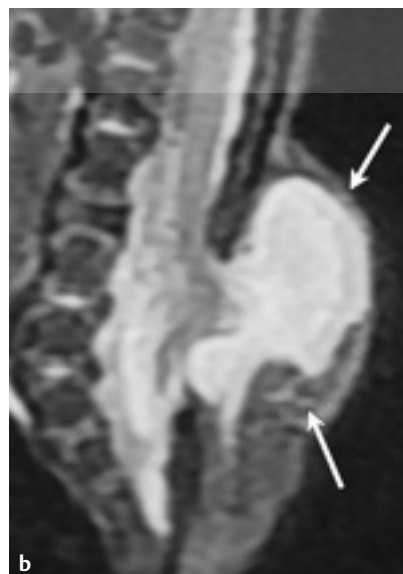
(a) Imágenes de MRI ponderadas en (a) sagital T1, (b) sagital T2 y (c) axial T2 de un neonato que muestran un mielocistocele terminal, que es una médula espinal atada la cual contiene una dilatación quística localizada del canal central de la espina inferior que se extiende a través de una espina bífida en un meningocele posterior que está cubierto por la piel y la grasa subcutánea (flechas).
